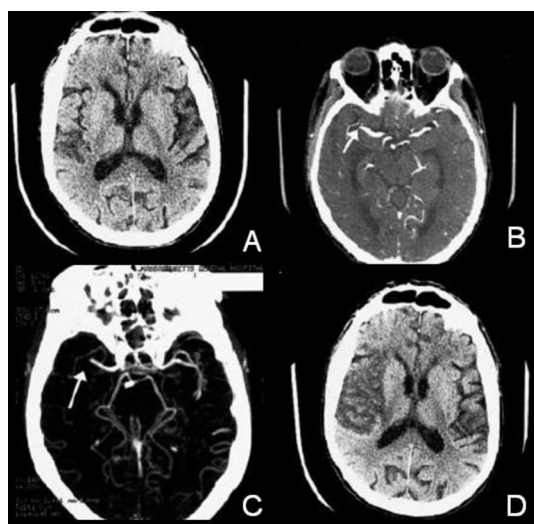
Images par TDM d'une ischémie cérébrale. A : sans agent de contraste. B : Angiographie immédiatement après injection du produit de contraste. La flèche indique un défaut dans la vasculature, plus visible dans la figure C : projection du maximum d'intensité de l'image angiographique. D : sans agent de contraste, 4 jours après la première, montrant la zone infarctée. (adapté de [Ezzeddine et al., 2002])
